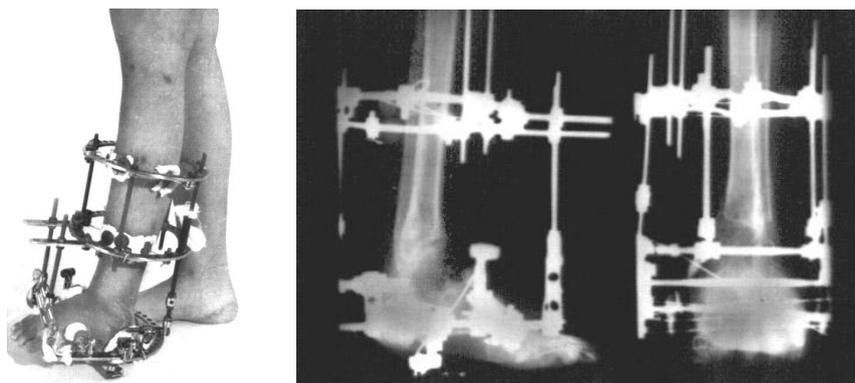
Фото и рентгенограмма стопы больной К. на 2 этапе лечения. Фиксация – 64 дня.
